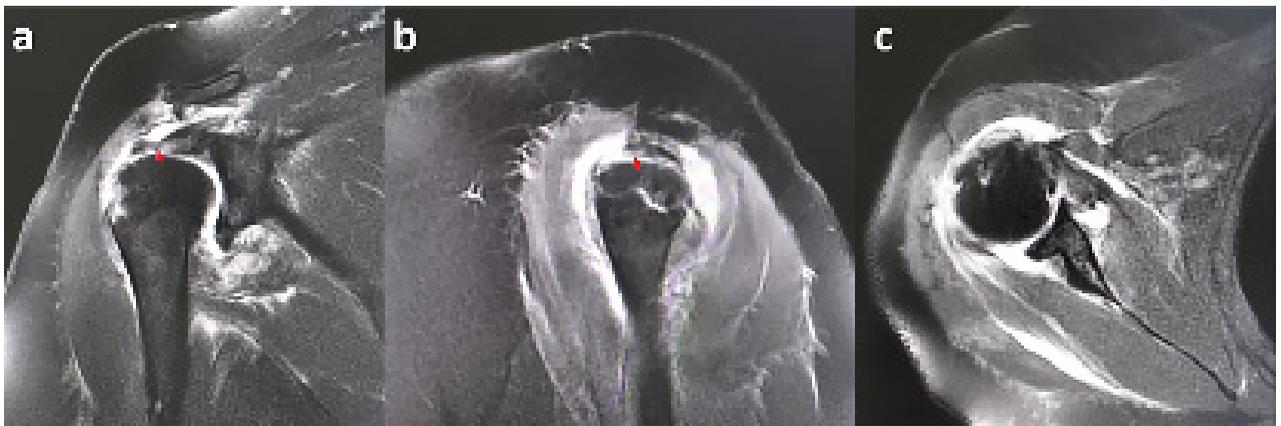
RM en la que se observa avulsión del supraespinoso e infraespinoso con fragmento óseo perteneciente a la tuberosidad mayor. A) Corte coronal en T2. B) Corte sagital en T2. C) Corte axial en T2.
